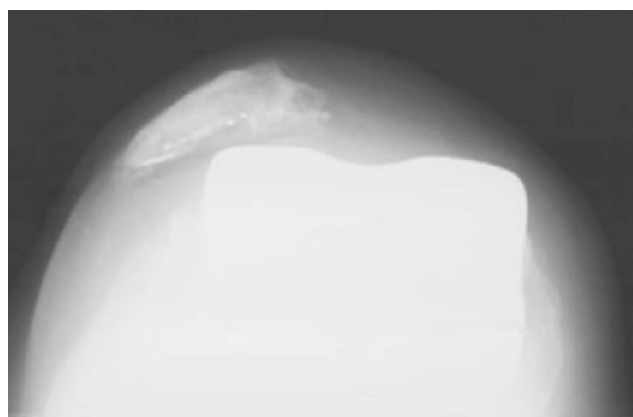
Пациент Л., II группа. Аксиальная рентгенограмма через 2,5 года после эндопротезирования – «распластывание» надколенника и его латерализация.
